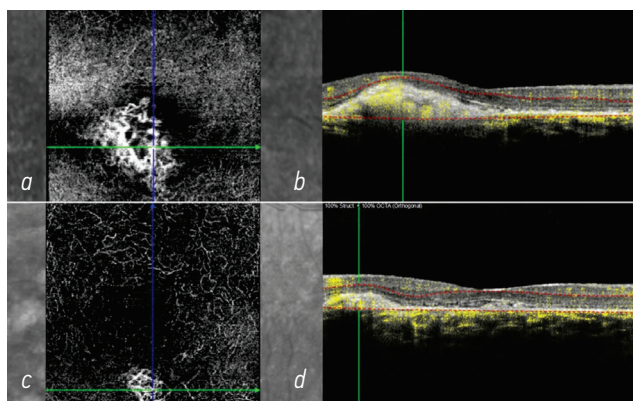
Оптическая когерентная томография-ангиография. В толще гиперрефлективного материала определяется сеть патологического кровотока: *a, b* — правый глаз; *c, d* — левый глаз
